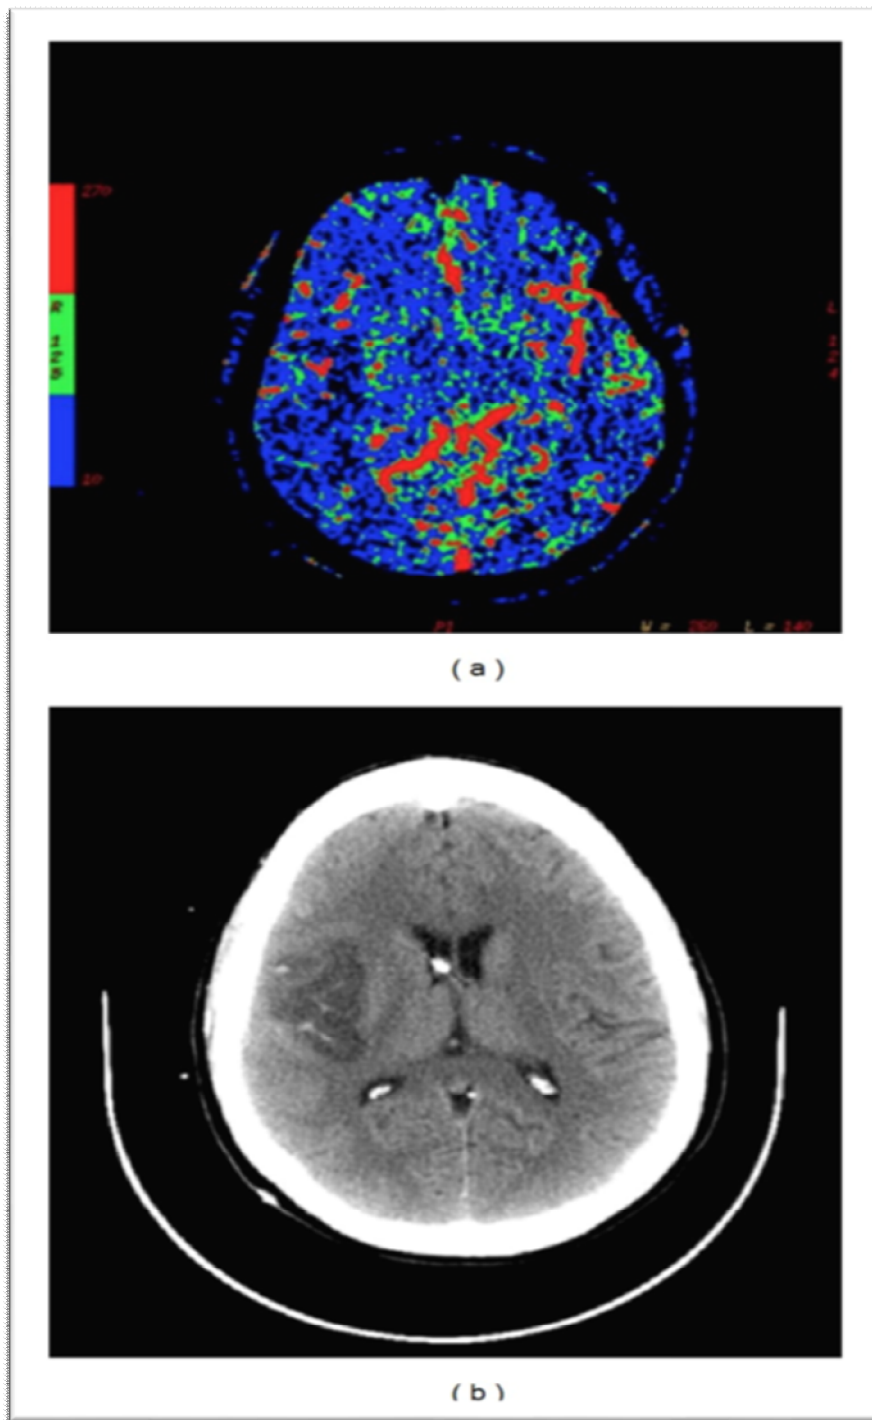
TDM de perfusion cérébrale montrant une diminution de la perfusion secondaire à un vasospasme dans le territoire de l'ACM gauche (a) avec une ischémie correspondante notée sur le scanner (b)
